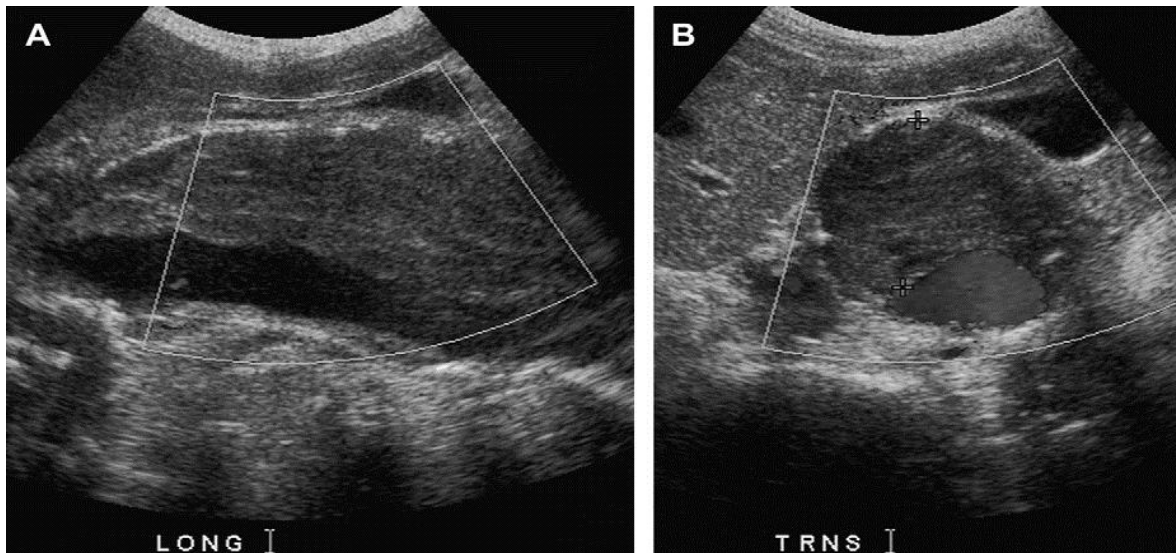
Longitudinale (A) und transversale (B) sonographische Darstellung eines infrarenalen BAAs mit Thrombus (Quelle: (32))
